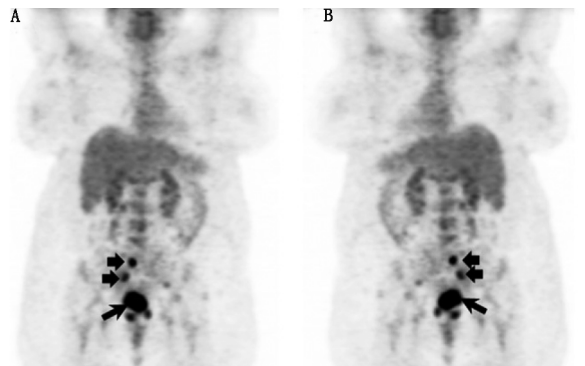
宫颈癌淋巴结转移的¹⁸F-脱氧葡萄糖(FDG)PET 显像图。前后位(A)和后前位(B)投影图显示已知原发宫颈癌的显像剂明显摄取(长箭头示)和右侧盆腔淋巴结转移(短箭头示)
